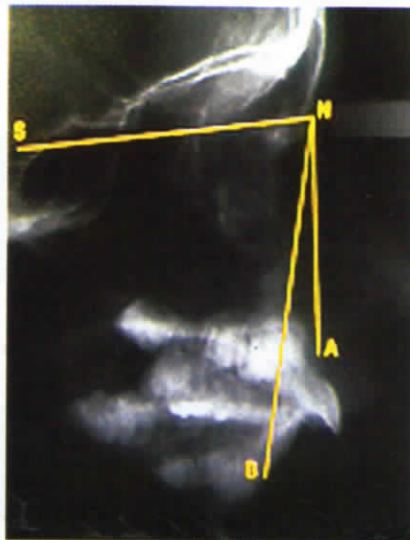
Radiografía cefalométrica del paciente con trazado resumen pre-tratamiento.
